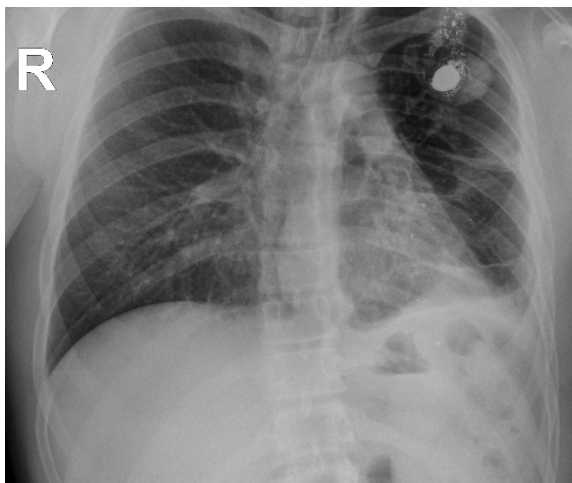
Рентгенограма ОГК: Стороннє тіло (куля), розташоване у верхніх відділах легені
